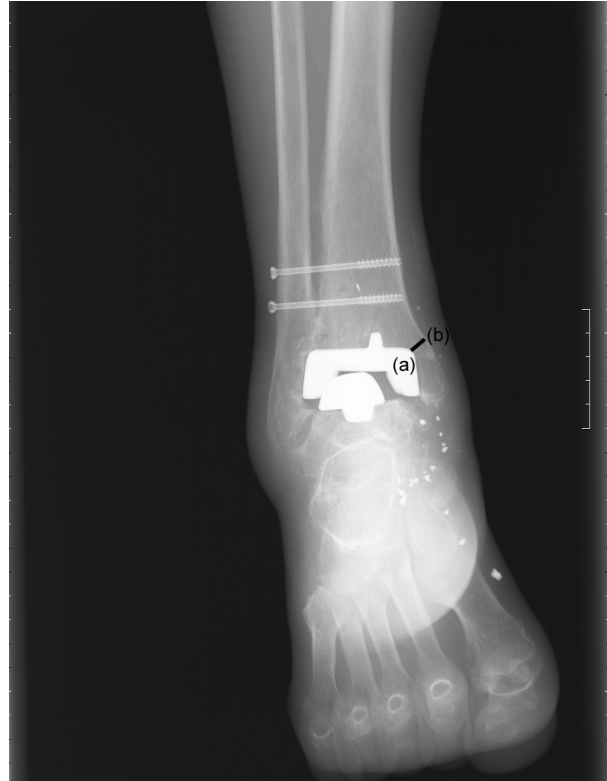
The radiograph shows measurement of residual bone stock in Agility type prosthesis. A point on superomedial side of tibial component, B point on most medial aspect of medial malleolus, C distance between A and B.
